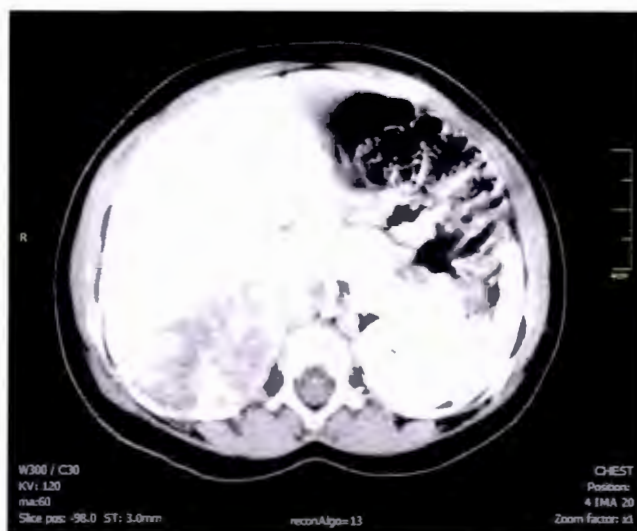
TAC: masa suprarrenal del lado derecho dependiente de riñón sin calcificaciones.
